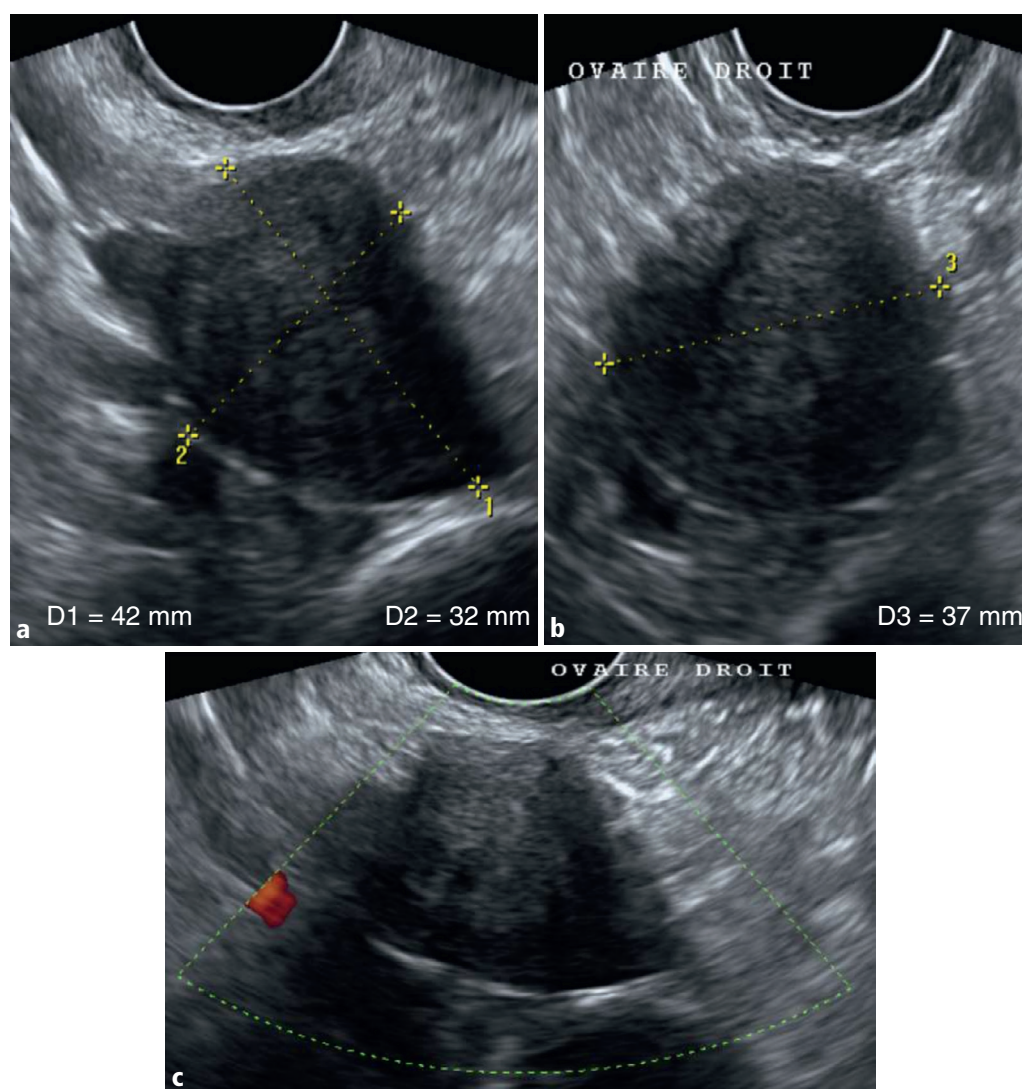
a–c Ovaire droit en mode B, dans les plans sagittal et axial (a, b), et en Doppler couleur (c).
